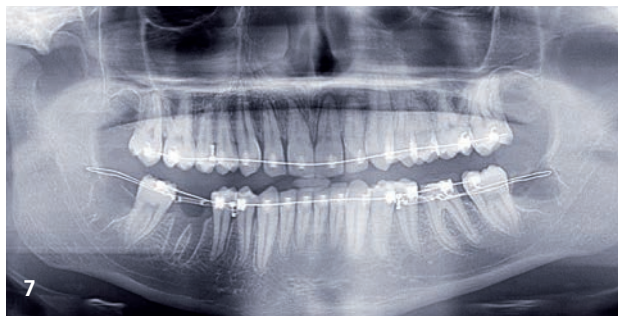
Orthopantomographie prise lors de la mise en traction du système.
